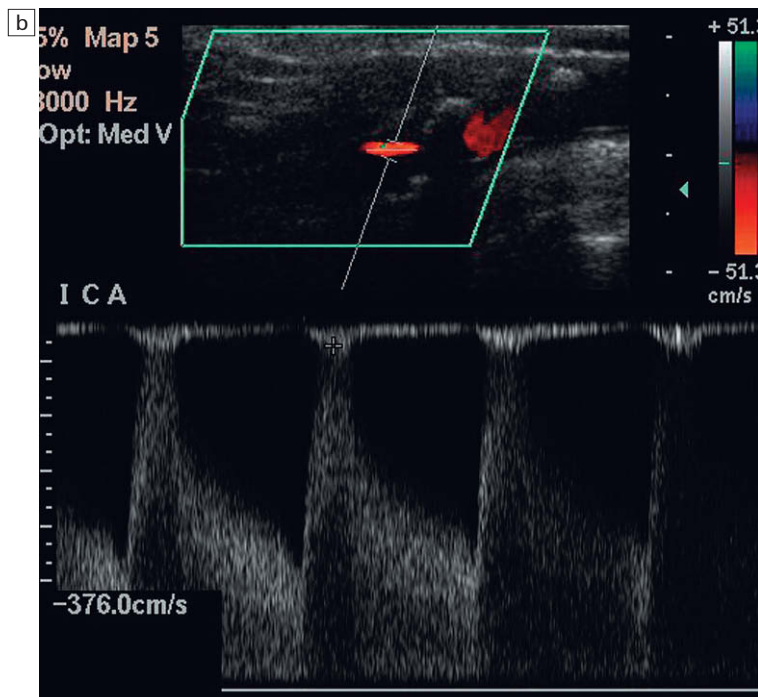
a) La corrección angular se ha realizado alineando el cursor con la pared del vaso dando lugar a una velocidad estimada de aproximadamente 2 m/seg. b) Utilizando Doppler color, el cursor se coloca a lo largo de la línea del flujo dando lugar a una velocidad de aproximadamente 3,5 m/seg.
